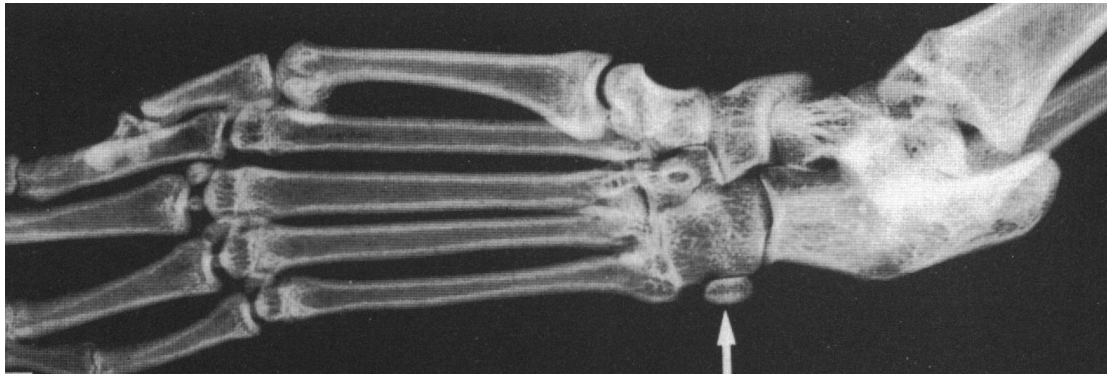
Radiografía del pie de un ejemplar de *Cercopithecus nictians* de la familia Cercopithecidae, mostrando un os peroneum constante (Tomado de Le Minor, 1987).
